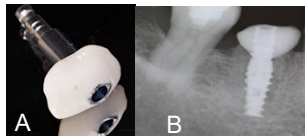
A) Aditamento de cicatrización personalizado. B) Radiografía del asentamiento del aditamento.
